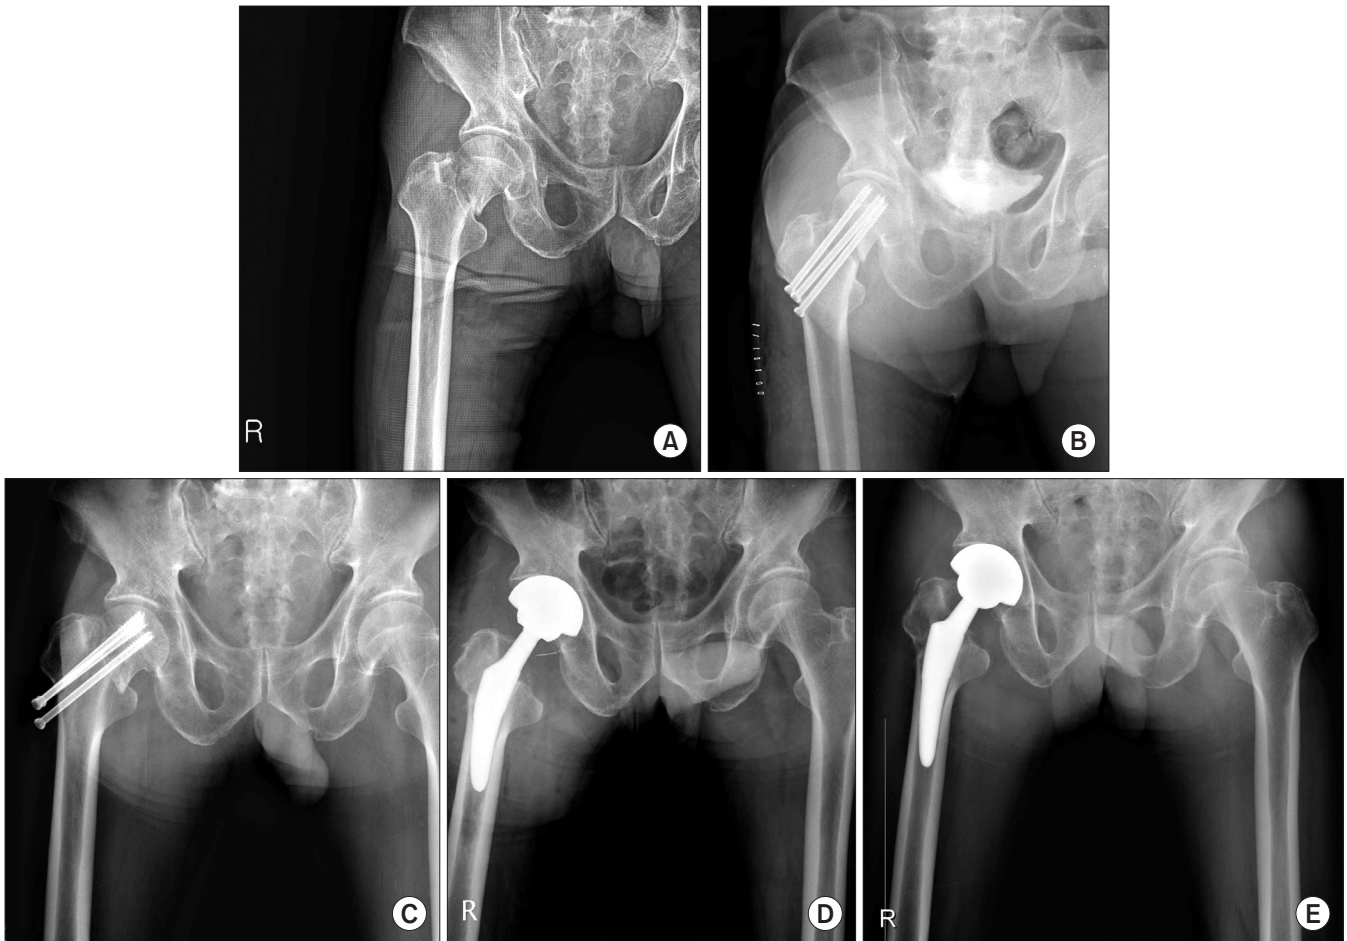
A 64-year-old male patient with right femur neck fracture. (A) Preoperative radiograph. (B) Postoperative radiograph after screw fixation at local hospital. (C) Radiograph after 4 month, screw fixation failure. (D) Postoperative radiograph after screw removal and secondary total hip arthroplasty. (E) Final follow-up at 2 years.
